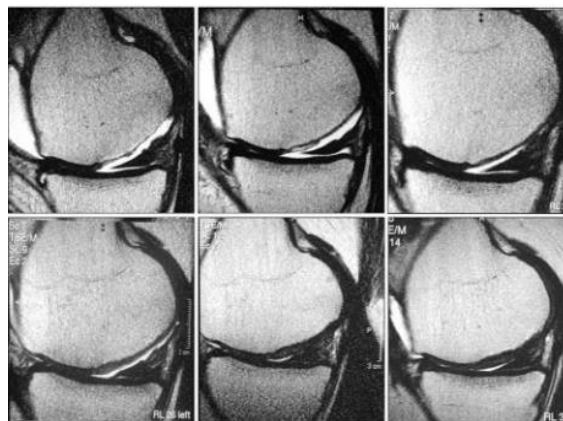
evoluzione della lesione osservata tramite risonanza magnetica (MRI), da sinistra a destra si ha: condizione preoperatoria, condizione a 3 mesi post-intervento, a 6 mesi, a 12 mesi e a 2 e 5 anni. Già a 2 anni dall'intervento il difetto era completamente colmato e integrato nella cartilagine sana [19].
